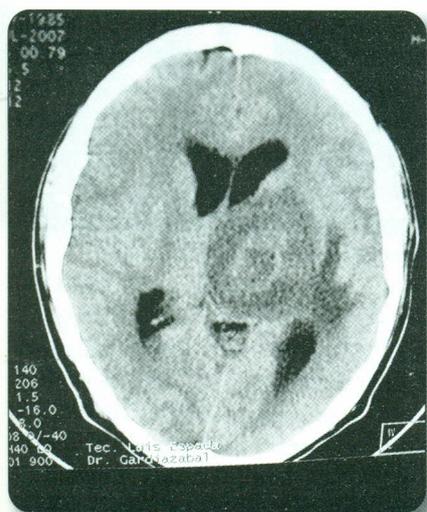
(TAC simple, que muestra imagen heterogénea hipodensa y halo hiperdenso central en ganglios de la base izquierdos)
